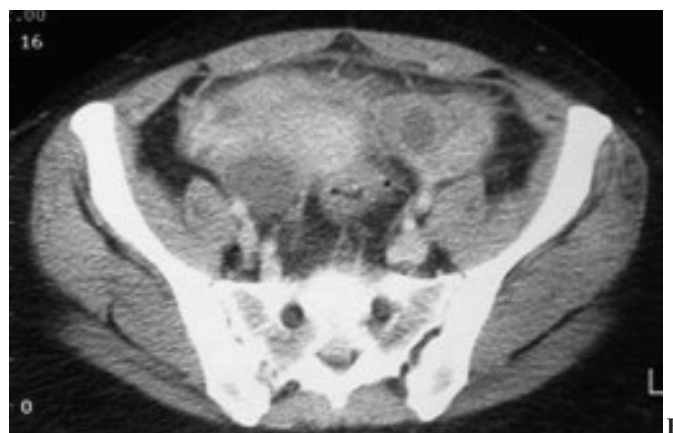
Tomografía computarizada de la pelvis con contraste.
